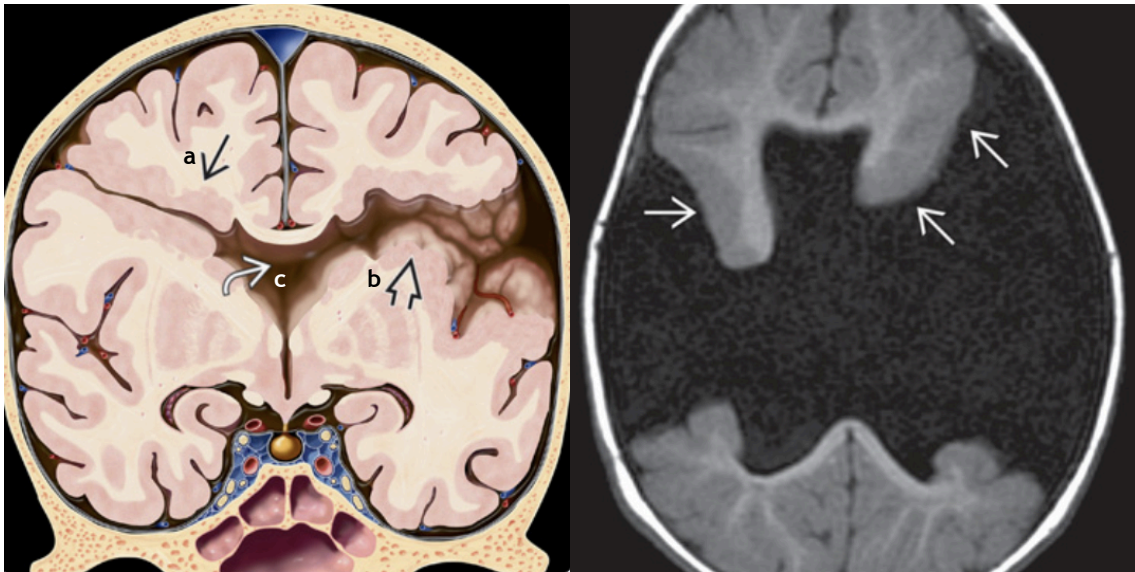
Esquizencefalia - (Esquerda) Esquizencefalia direita de lábio fechado (a) e esquerda de lábio aberto (b), revestidas por substância cinzenta. Existe ausência do septo pelúcido (c). (Direita) RMN T1WI mostra um córtex anormalmente espesso e sem características, que reveste as fendas esquizencefálicas (setas). Ausência do septo pelúcido. (7)
